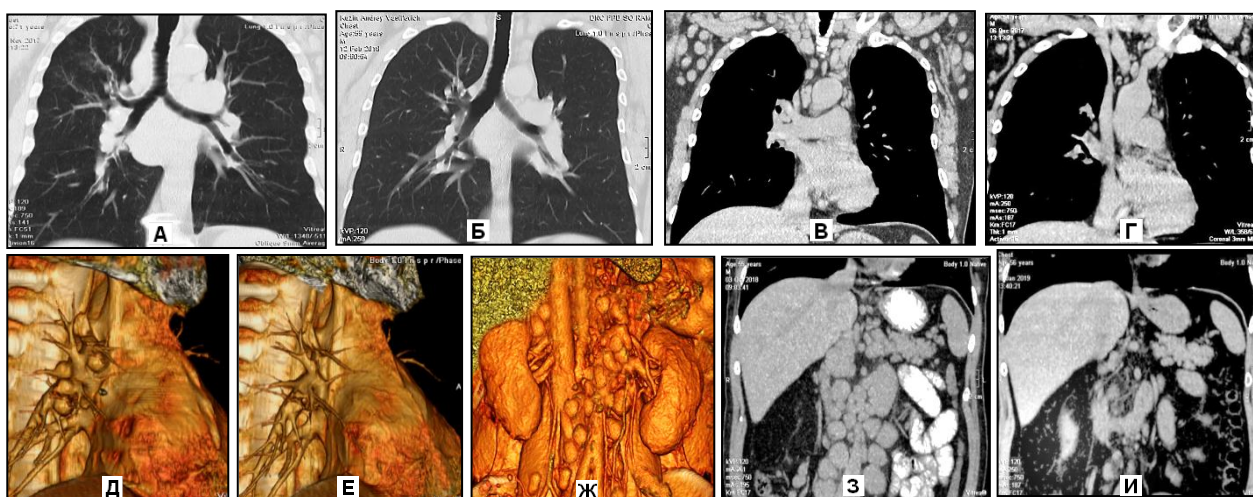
Больной К. 56 лет, хронический лимфолейкоз. МСКТ грудной и брюшной полости, наблюдение в динамике (октябрь 2018 - январь 2019).
